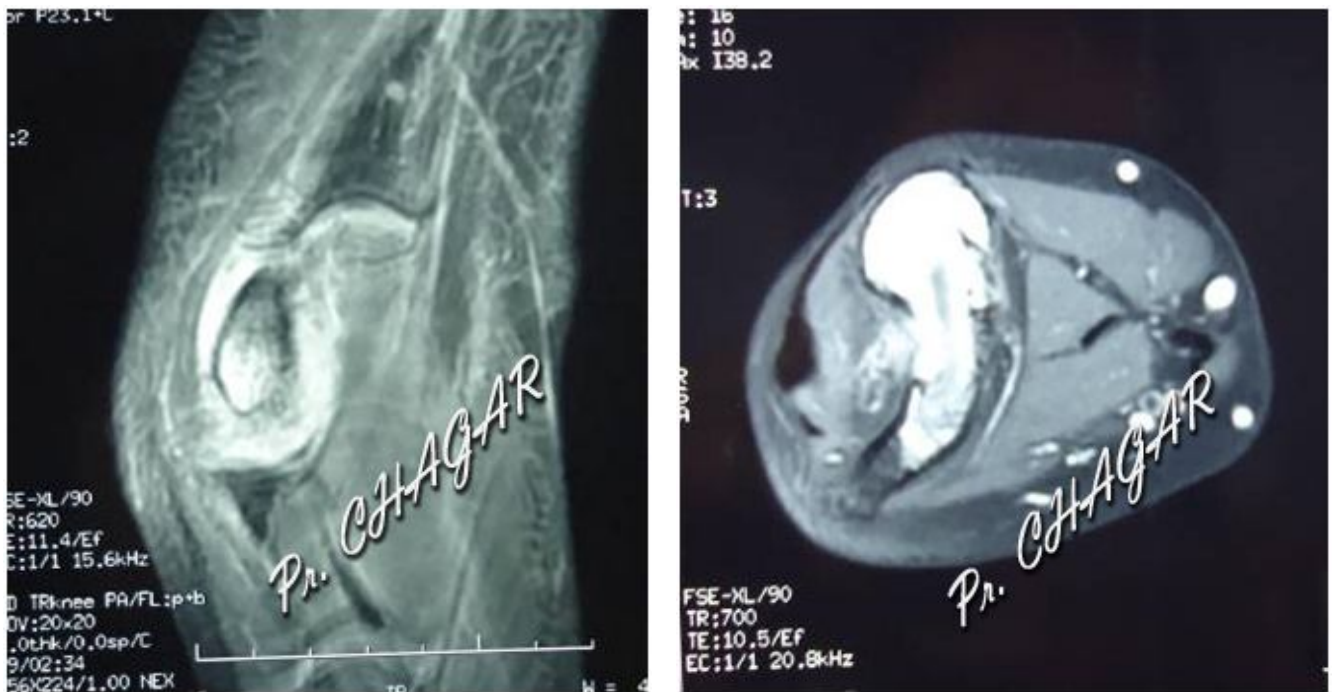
IRM du coude droit
